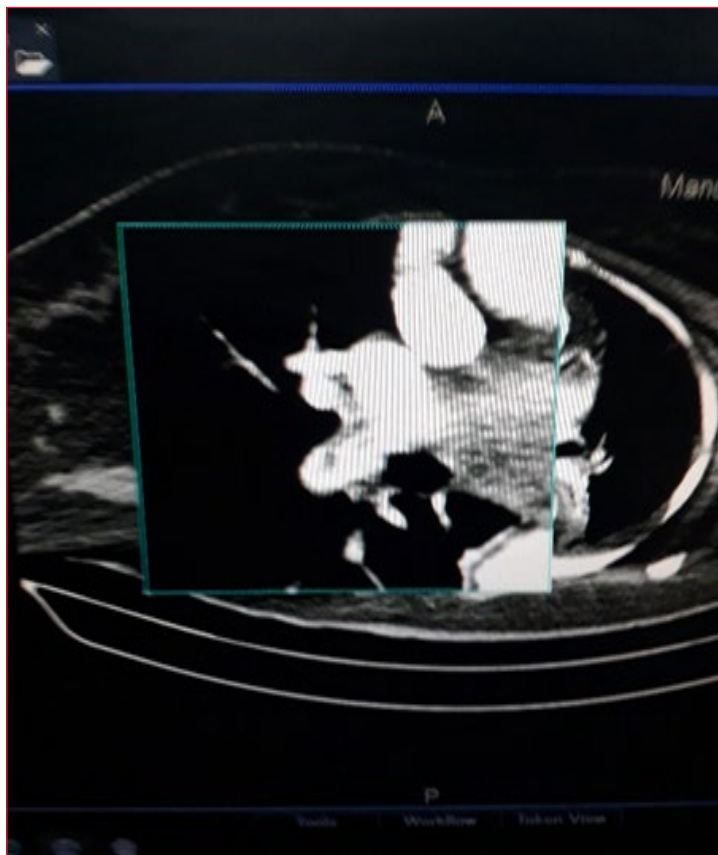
Tomografía computarizada de tórax con contraste intravenoso. Tromboembolismo parcial de la arteria pulmonar derecha.
